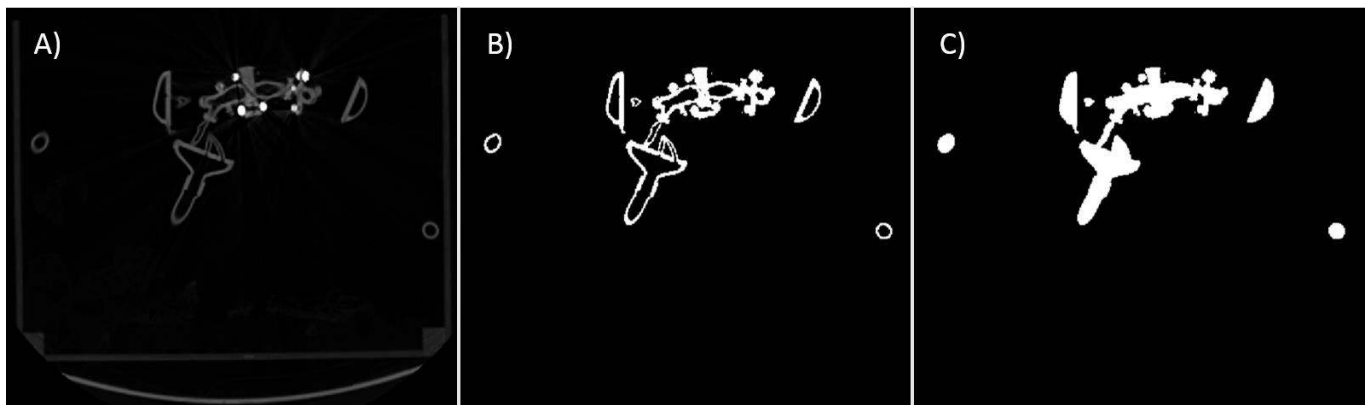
A) Original CT cross section (top view), B) segmented structure of the airways model, C) binary image of the model after the filling process.
